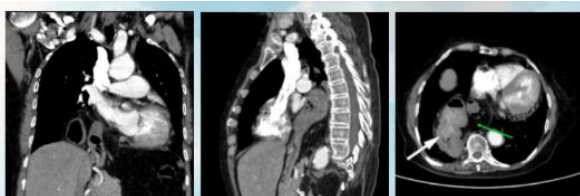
Contrast Enhanced CT Thorax in coronal, sagittal, and axial views shows a large complex Type IV hiatal hernia with stomach and omentum herniating into the right posterior hemithorax, causing intrathoracic gastric lumen, anterolateral cardiac displacement, and compression of the right lung by herniated viscera (white arrow) and omental fat (green arrow)
